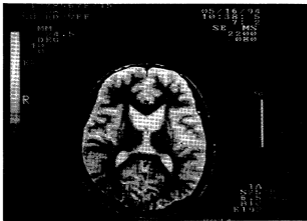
Axial brain image of the T2-weighted magnetic resonance image of Patient 2 shows severe atrophy of the bilateral caudate nuclei, and dilatation of the anterior horn of lateral ventricles.
